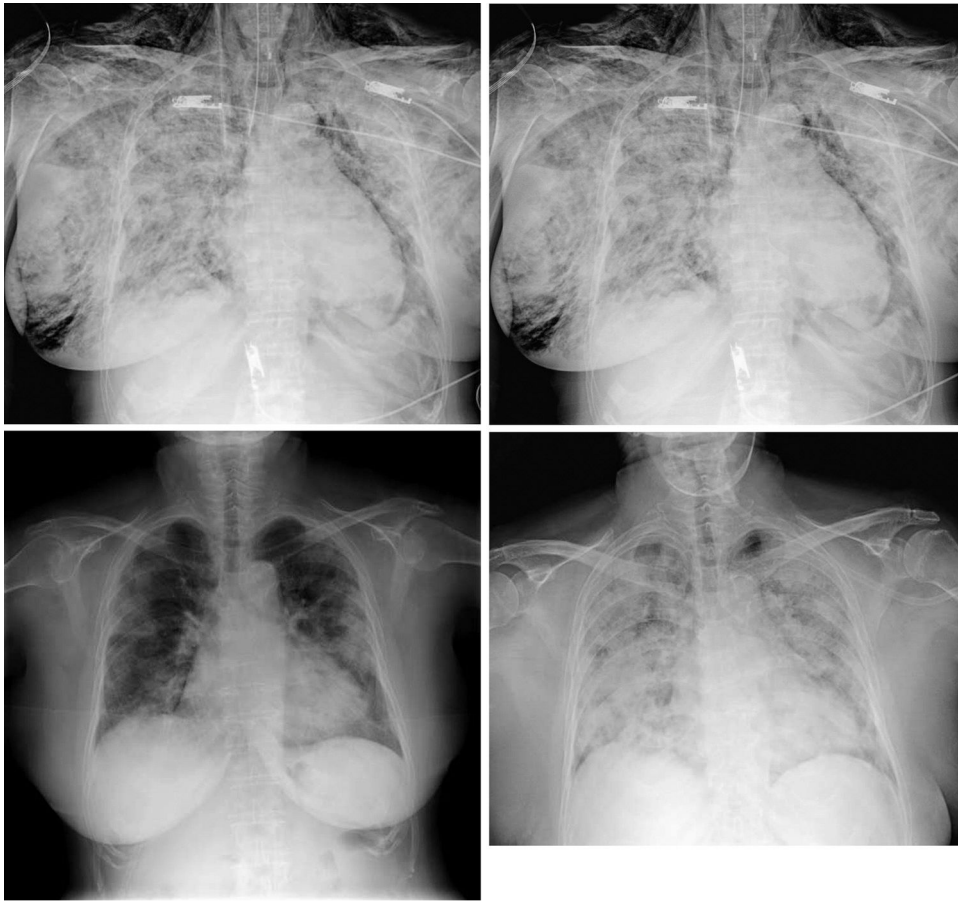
Radiografía anteroposterior de tórax, en decúbito. Extenso enfisema subcutáneo que se extiende por fosas supraclaviculares, hombros, diseca el musculo pectoral izquierdo y la mama derecha. Es importante destacar a nivel mediastínico la presencia de aire en la línea paratraqueal izquierda, que desciende rodeando el botón aórtico y en menor medida el borde cardíaco izquierdo, hallazgos compatibles con neumomediastino, no apreciándose neumotórax asociado.
